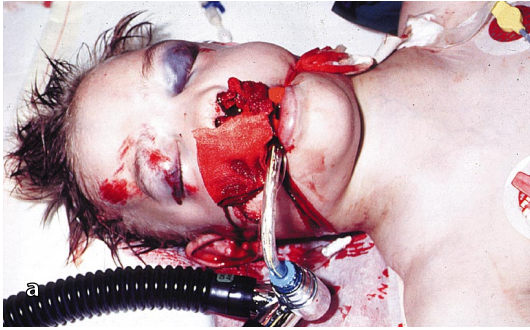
a,b ◀ 7-jähriger Junge nach Verkehrsunfall. Massive Schwellung der Weichteile von Gesicht und Hals (a). Röntgenologisch vollständige vordere atlantookzipitale Dislokation (b). Tod 3 Stunden nach dem Unfall
